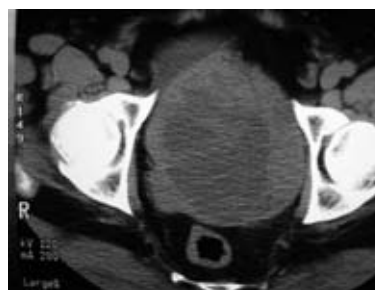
TC simple con gran masa heterogénea rechazando vejiga (marzo 2006).
